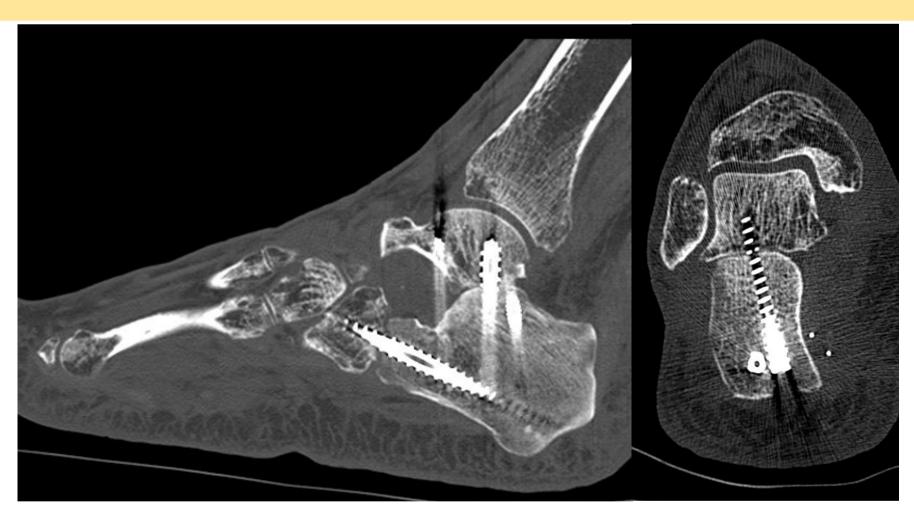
TC de control pie derecho, se aprecia correcta posición de aloinjerto, sin consolidación todavía.
